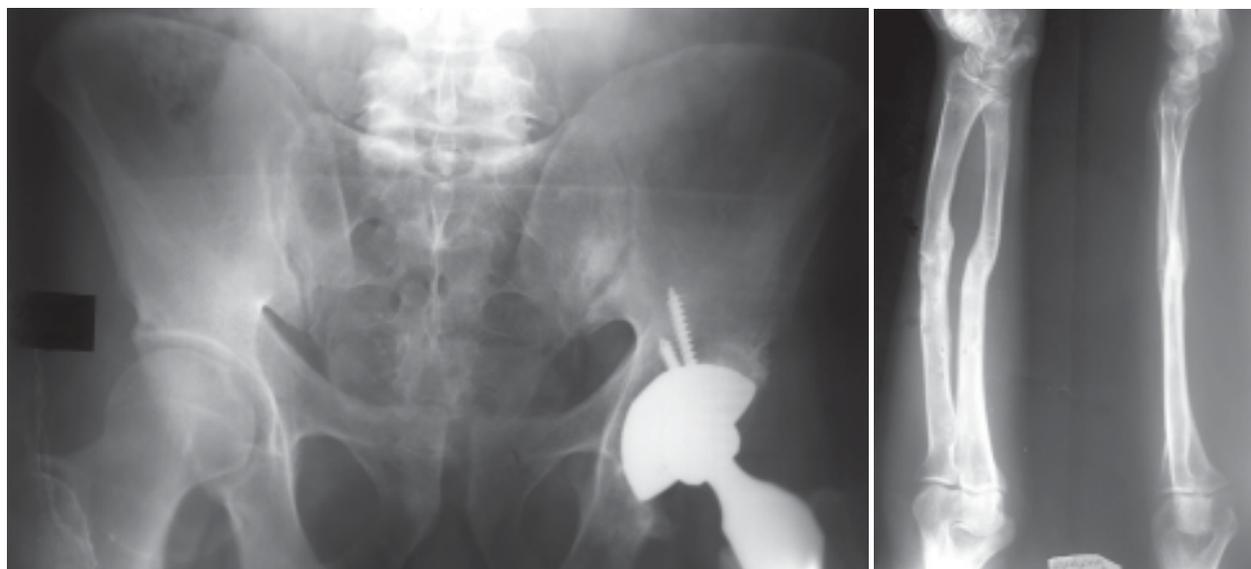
Рентгенограммы костей таза и левого предплечья пациента С. после демонтажа АВФ.
